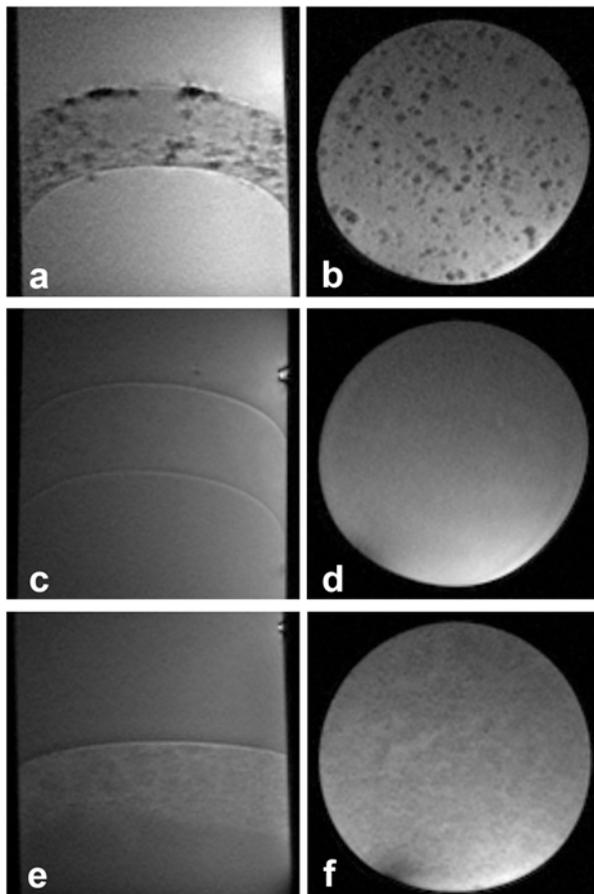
MRT-Untersuchungen der in Agarose eingebetteten Zellen bzw. Partikel in axialer und sagittaler Darstellung: 1000 Zellen mit 18 MPIO pro Zelle in 250 μl (a, b), dieselbe Anzahl an Zellen ohne Markierung (c, d), sowie eine entsprechende Anzahl an MPIO ohne Zellen (e, f).
